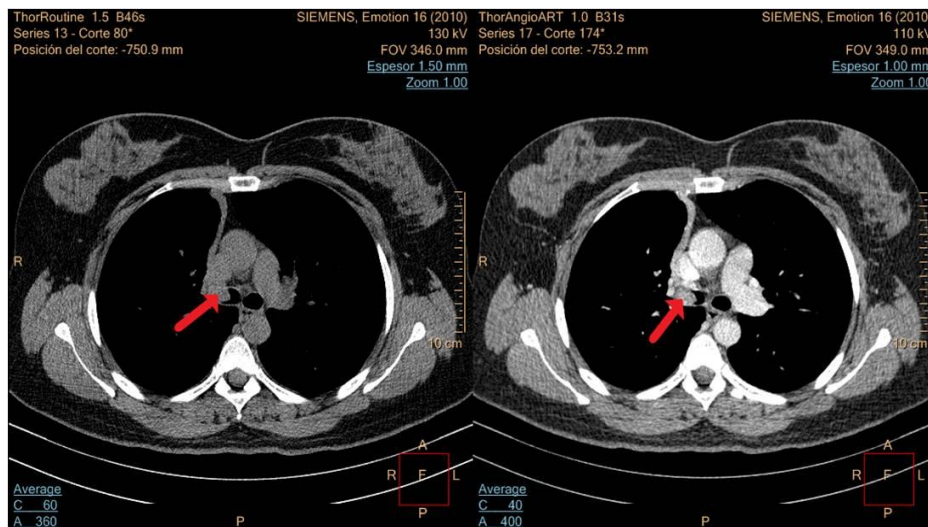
Tomografía axial computarizada de tórax simple y contrastada en fase arterial, cortes axiales y coronales. Imagen de morfología polipoide, que crece hacia la luz del bronquio principal derecho y realza tras la administración de contraste endovenoso (flechas rojas). Fuente: Tomado del archivo del Hospital Militar Central: “Carlos Juan Finlay”.
